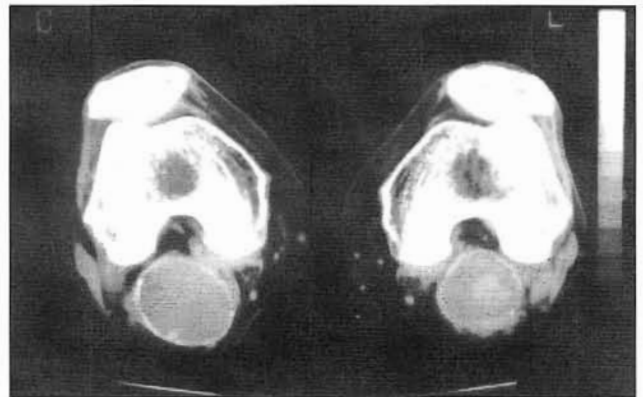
TAC de Aneurisma Poplíteo bilateral.
